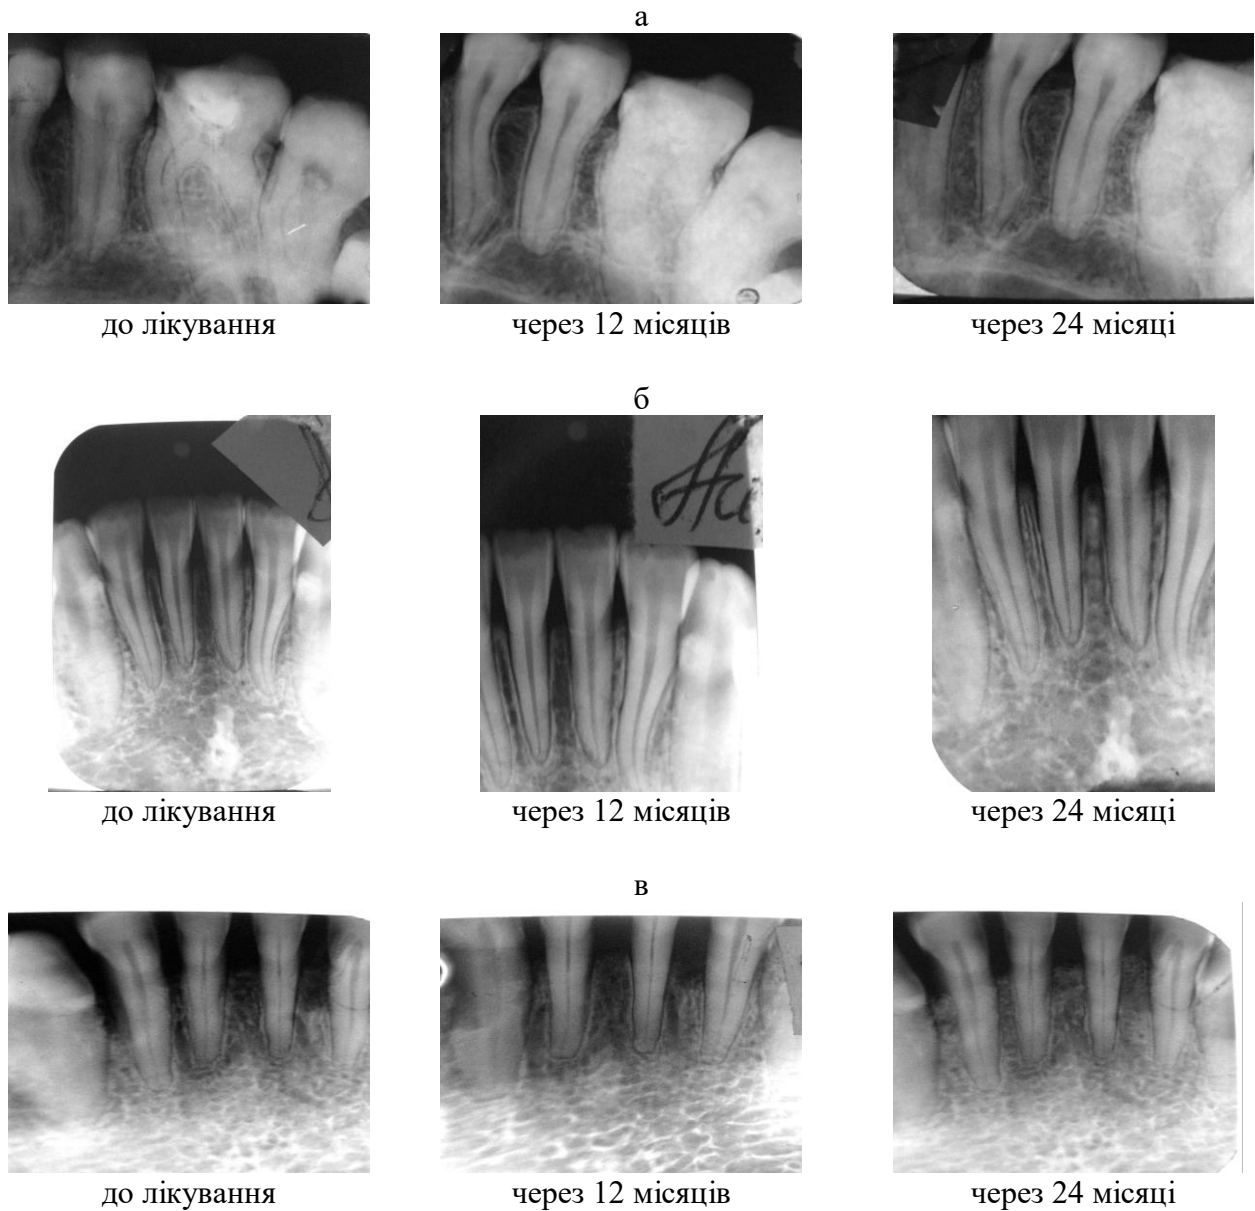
Рентгенологічні дані хворих до і у віддалені терміни після лікування: а) хворий Н. – ГП загостреного перебігу початкового ступеня; б) хвора А. – ГП хронічного перебігу початкового – I ступеня; в) хворий М. – ГП загостреного перебігу II ступеня.
